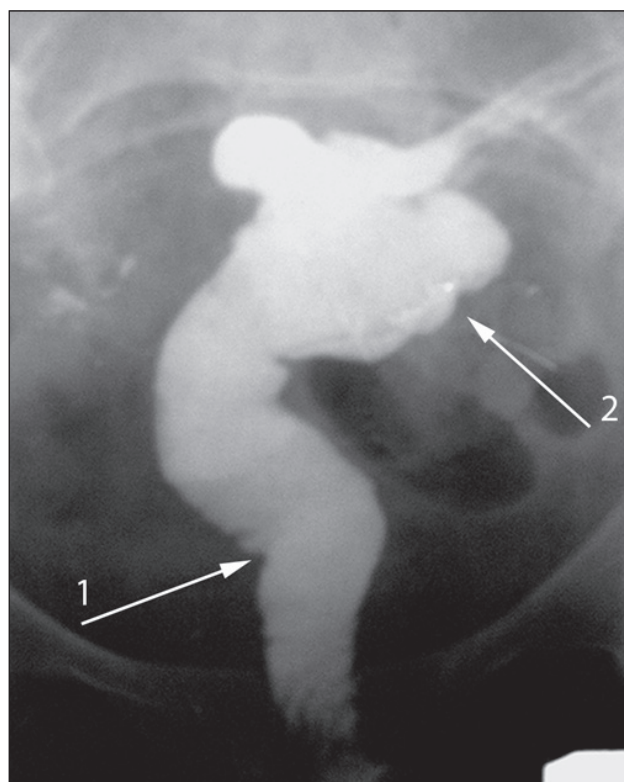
Рентгенограмма больного Ф., 12 мес после операции.
